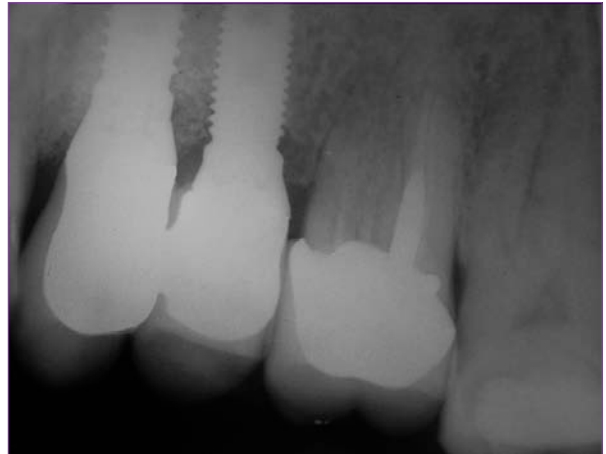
Radiografía posoperatoria.
